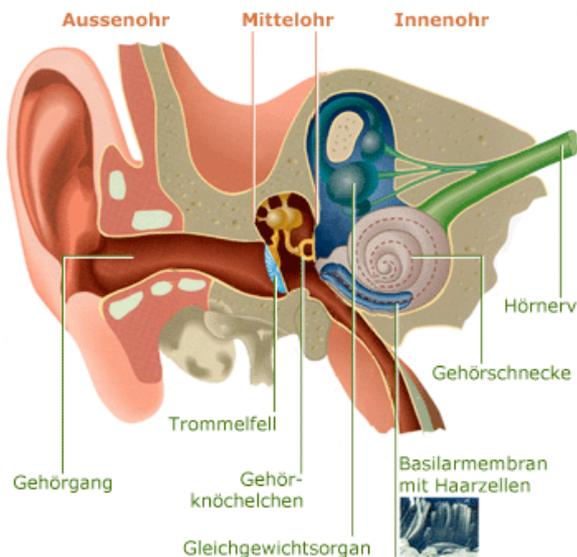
Aufbau des menschlichen Ohres (SUVA)
